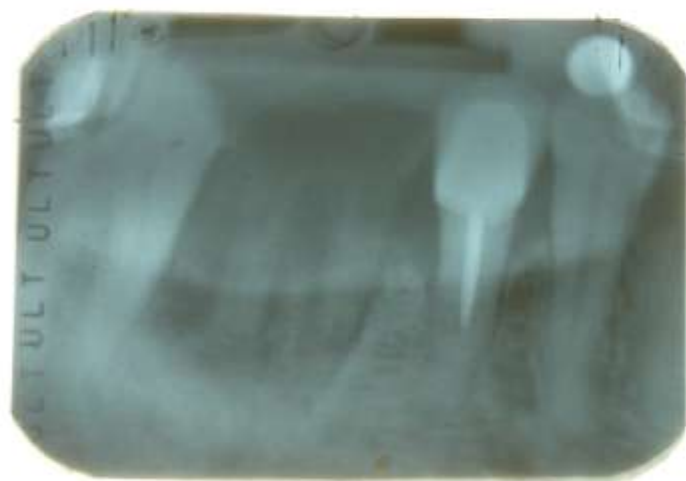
Superposition des trois radiographies sur un négatoscope.C.V.
